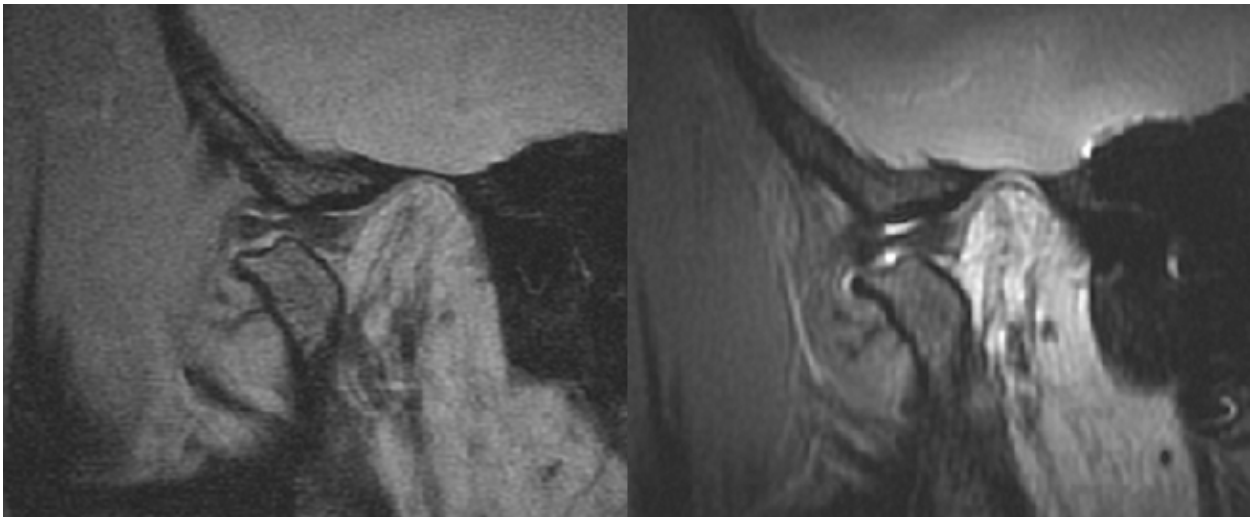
MRT-Aufnahme 1,5 T (links) und 3,0 T (rechts); sagittale Schicht, maximale Mundöffnung
